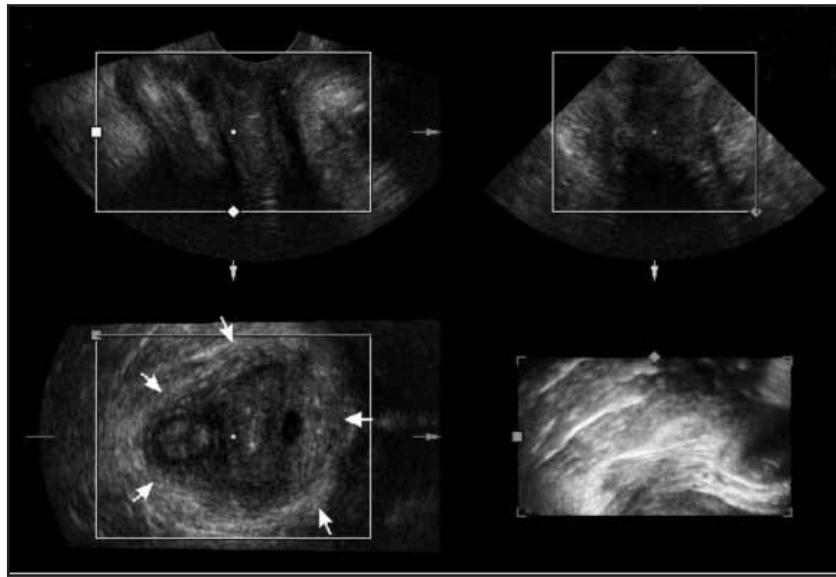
El suelo pélvico quedará representado por los 3 planos ortogonales: el plano sagital en A (imagen superior izquierda), plano transverso en B (imagen superior derecha), y el plano axial en C (prácticamente imposible de obtener con ecografía 2D convencional) en la imagen inferior izquierda
